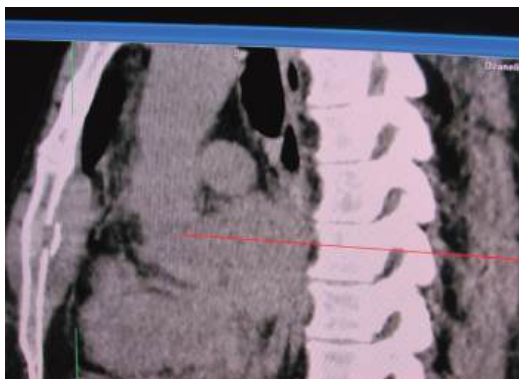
Перелом тела грудины и парастеральная гематома при закрытой травме груди. СКТ, сагиттальный срез
